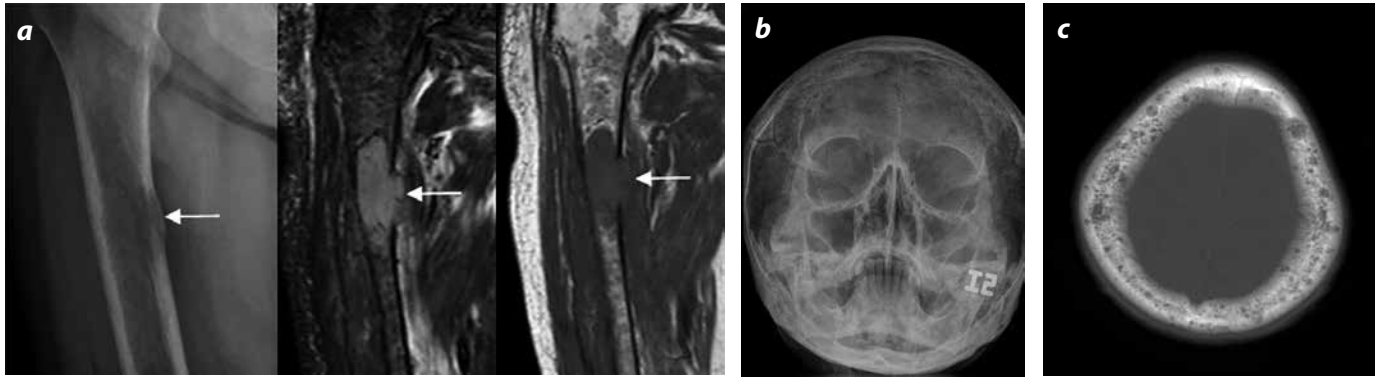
a) Lesión osteolítica que compromete la diáfisis femoral. La imagen del centro, corte coronal de RM del fémur STIR potenciada en T2, muestra una masa de alta intensidad que compromete las cavidades medular y cortical. En la imagen de la derecha, una RM potenciada en T1: la lesión es de baja señal. Estos hallazgos son compatibles con un plasmocitoma. b y c) Radiografía occipitomentoneana de cráneo y escanografía axial de cráneo del mismo paciente en ventana ósea donde se observan lesiones osteolíticas múltiples por mielomatosis con un patrón en “sal y pimienta”.
